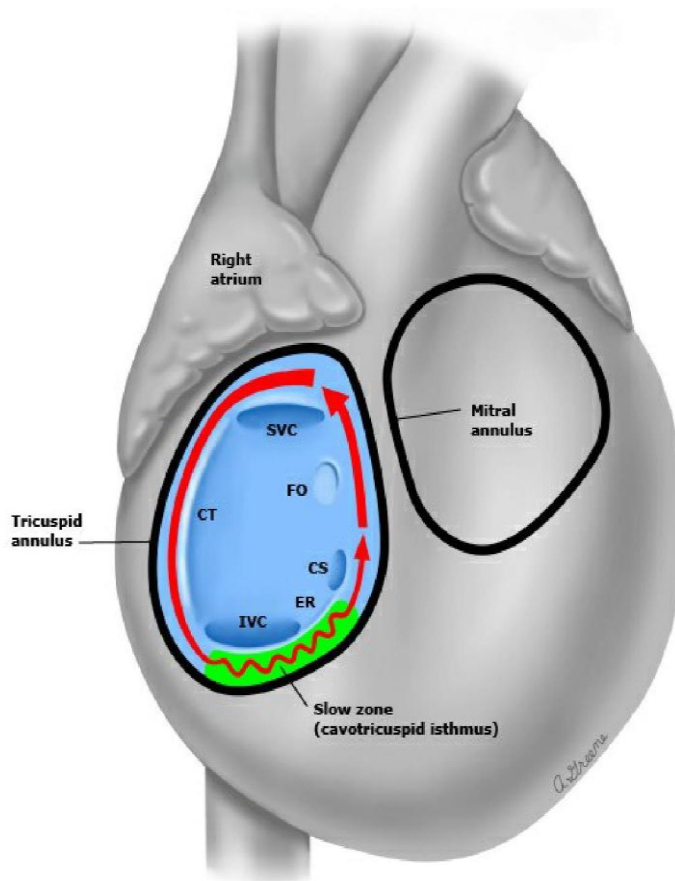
Reentry-Kreislauf im rechten Vorhof bei typischem counterclockwise Vorhofflattern, entnommen aus (32); SVC=V. cava superior; IVC=V. cava inferior; CT= Crista terminalis; FO= Foramen ovale; CS= Coronarsinus; ER= Eustachische Klappe
